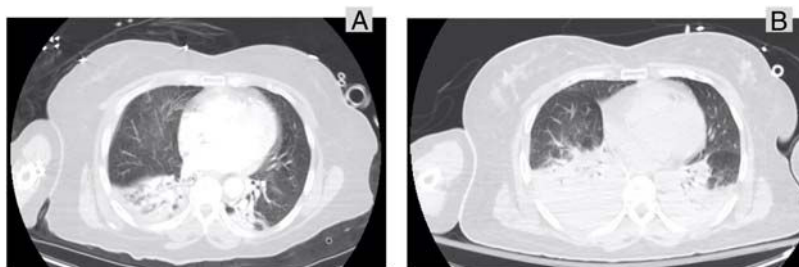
A) Imagen de tomografía axial computarizada al ingreso en la Unidad de Cuidados Intensivos. B) Imagen de tomografía axial computarizada a las 16 horas de ingreso, coincidiendo con hipoxemia grave.
